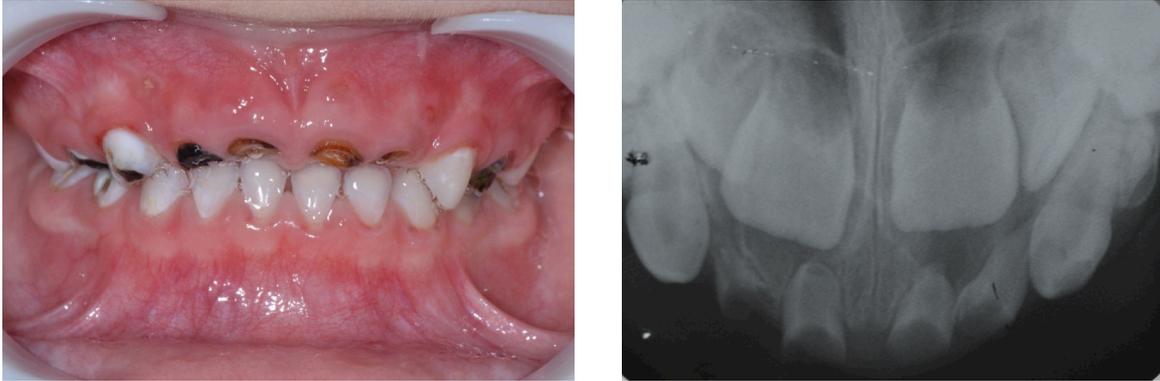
Dentes 51,52,61 e 62 com total destruição coronária e radiografia oclusal superior.
